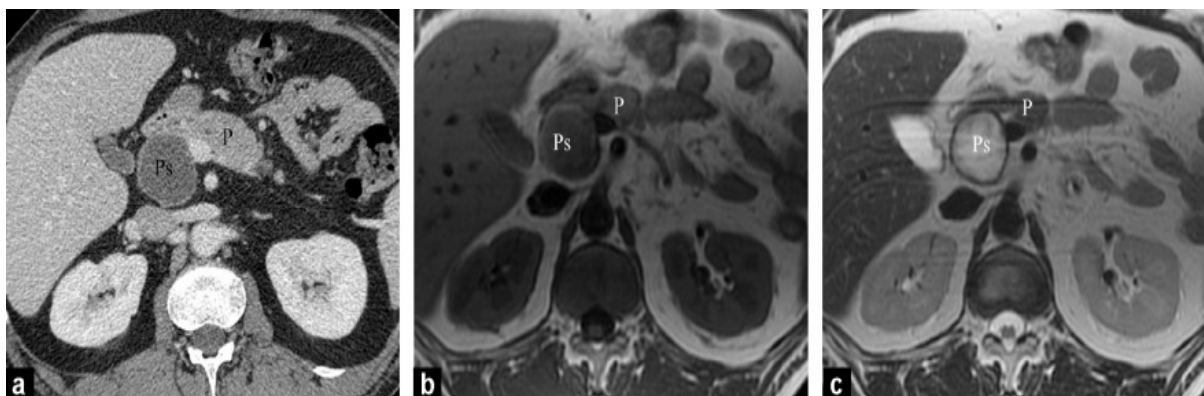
Pseudokyste pancréatique (Ps) avec des calculs biliaires. Des images réalisées par TDM axiale (a), IRM pondérée en T1 (b) et pondérée en T2 (c), obtenues 6 semaines après la survenue d'une crise aiguë, révèlent un épanchement liquidien homogène et bien défini (Ps) dans une capsule fibreuse (P : pancréas).
